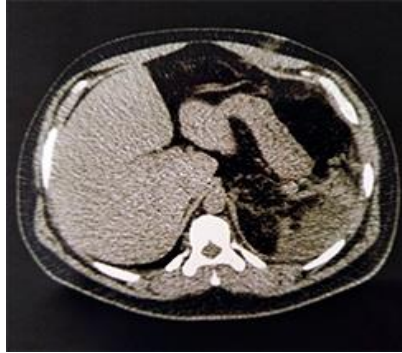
Imagen de tomografía abdominal sin contraste que muestra el bazo aumentado de tamaño con áreas hipodensas hacia la periferia.
